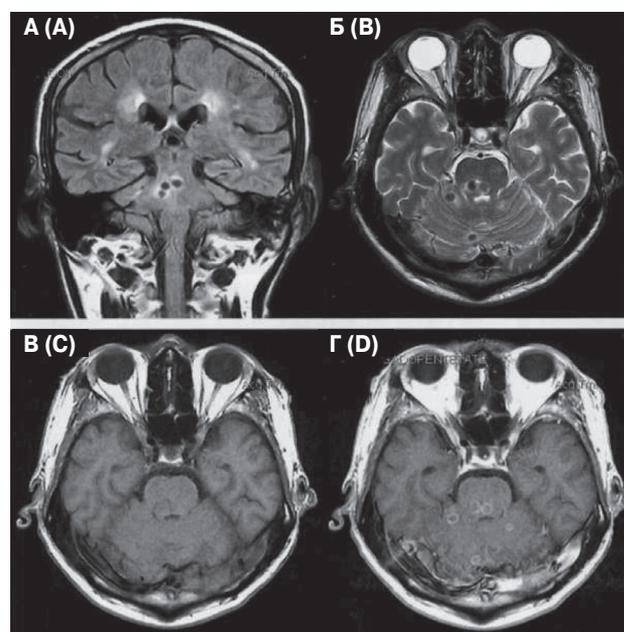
Туберкулезный менингоэнцефалит с очагами диссеминации в головном мозге. МРТ: А — T2-FLAIR; Б — T2-ВИ; В — T1-ВИ; Г — T1 после контрастирования [11]
